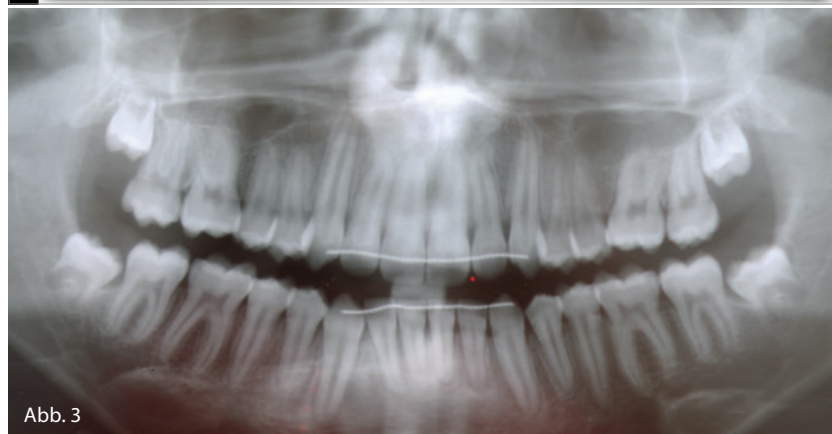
Neben DVT-Aufnahmen lassen sich innerhalb sieben Sekunden detailgenaue 2D-Orthopantomogramme erstellen. Die außergewöhnliche Bildqualität basiert auf der in Systemlösungen von Dürr Dental bereits bewährten S-Pan-Technologie. (© Praxis Dres. Janine und Friedrich Müller, Wiesbaden) Abb. 3: Konventionelles analoges Orthopantomogramm zum Vergleich. (© Praxis Dres. Janine und Friedrich Müller, Wiesbaden)
